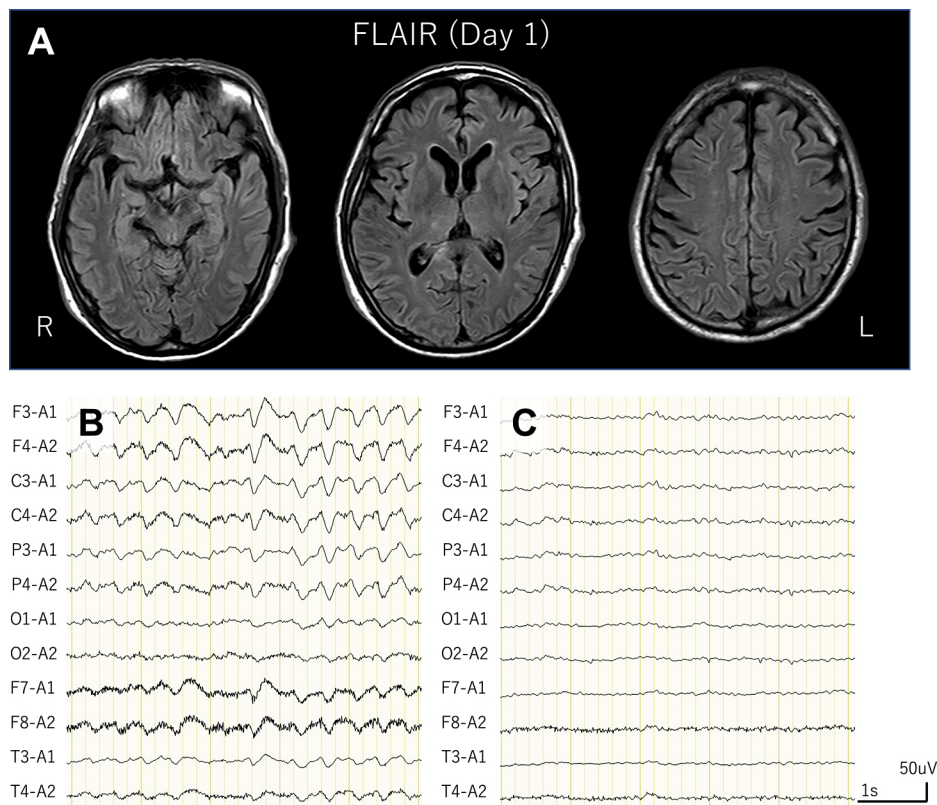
Brain MRI and Electroencephalogram (EEG) before and after diazepam injection.
